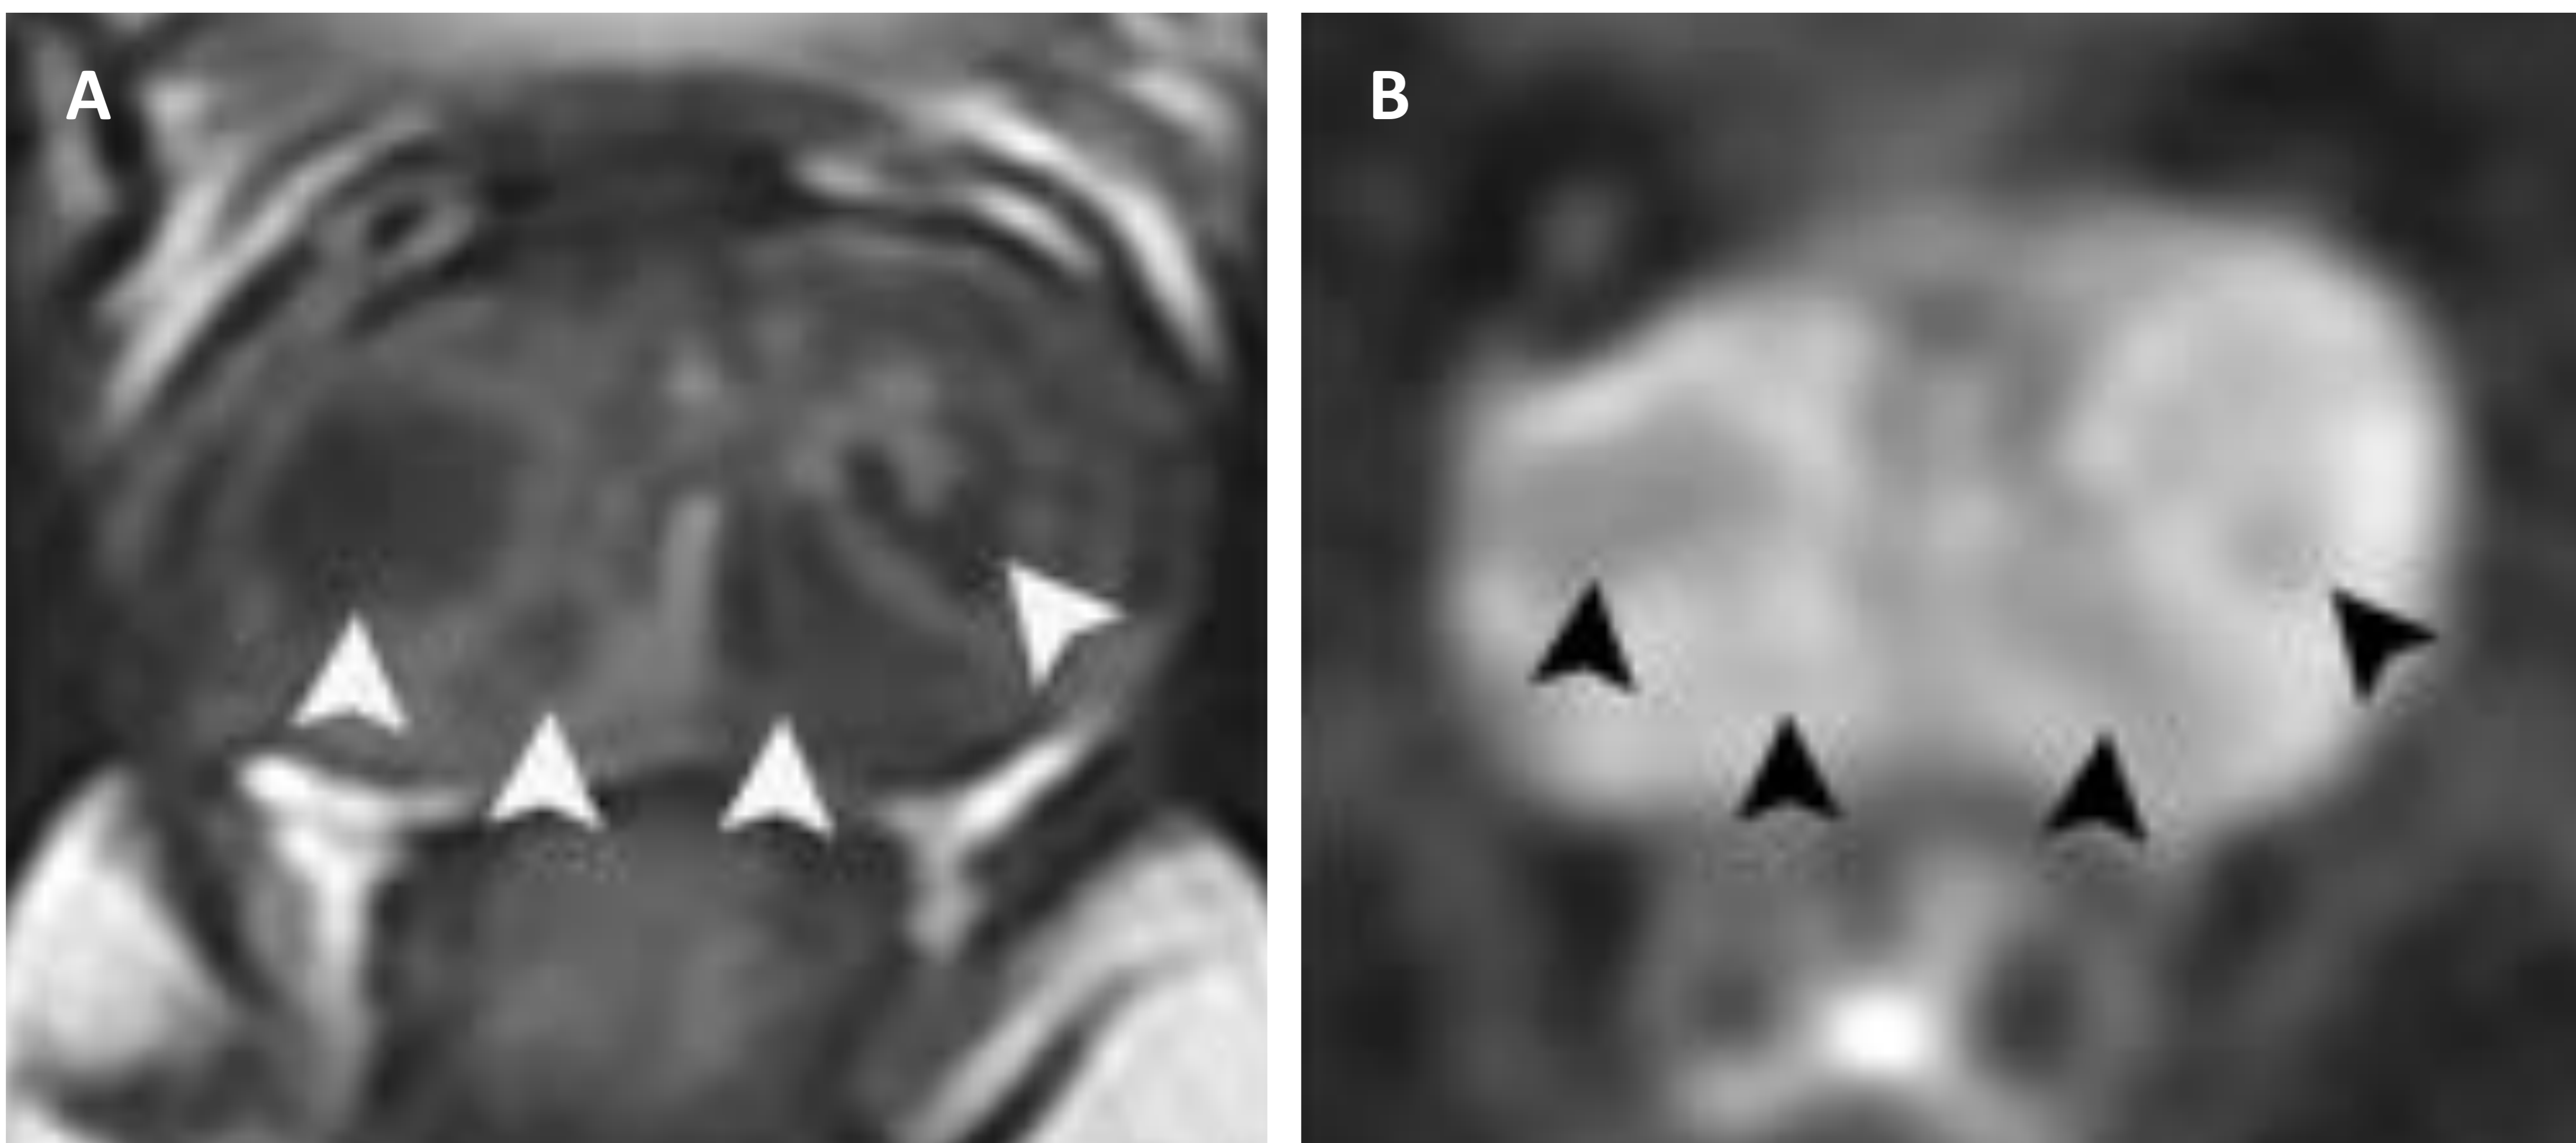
Cortes axiales de RM prostática potenciada en T2 (imagen A) y difusión (imagen B). En la imagen A podemos observar nódulos (flechas) intraglandulares marcadamente hipointensos en T2, apreciándose en la imagen B que dichos nódulos presentan bajos valores del coeficiente de difusión (ausencia de restricción).
